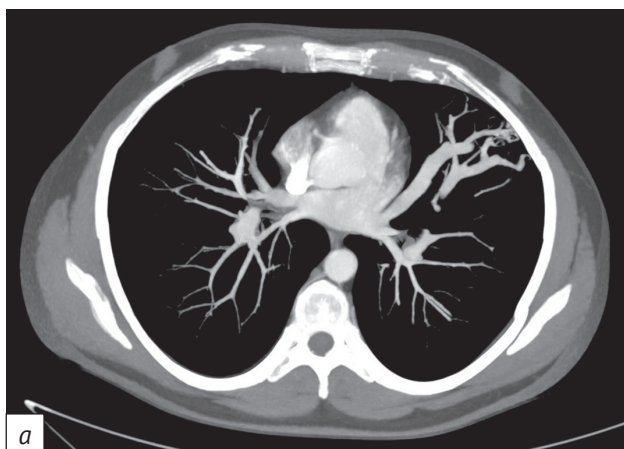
Результаты мультиспиральной компьютерной томографии (МСКТ) органов грудной клетки. Проекция максимальной интенсивности, аксиальный план, артериальная фаза контрастирования:
